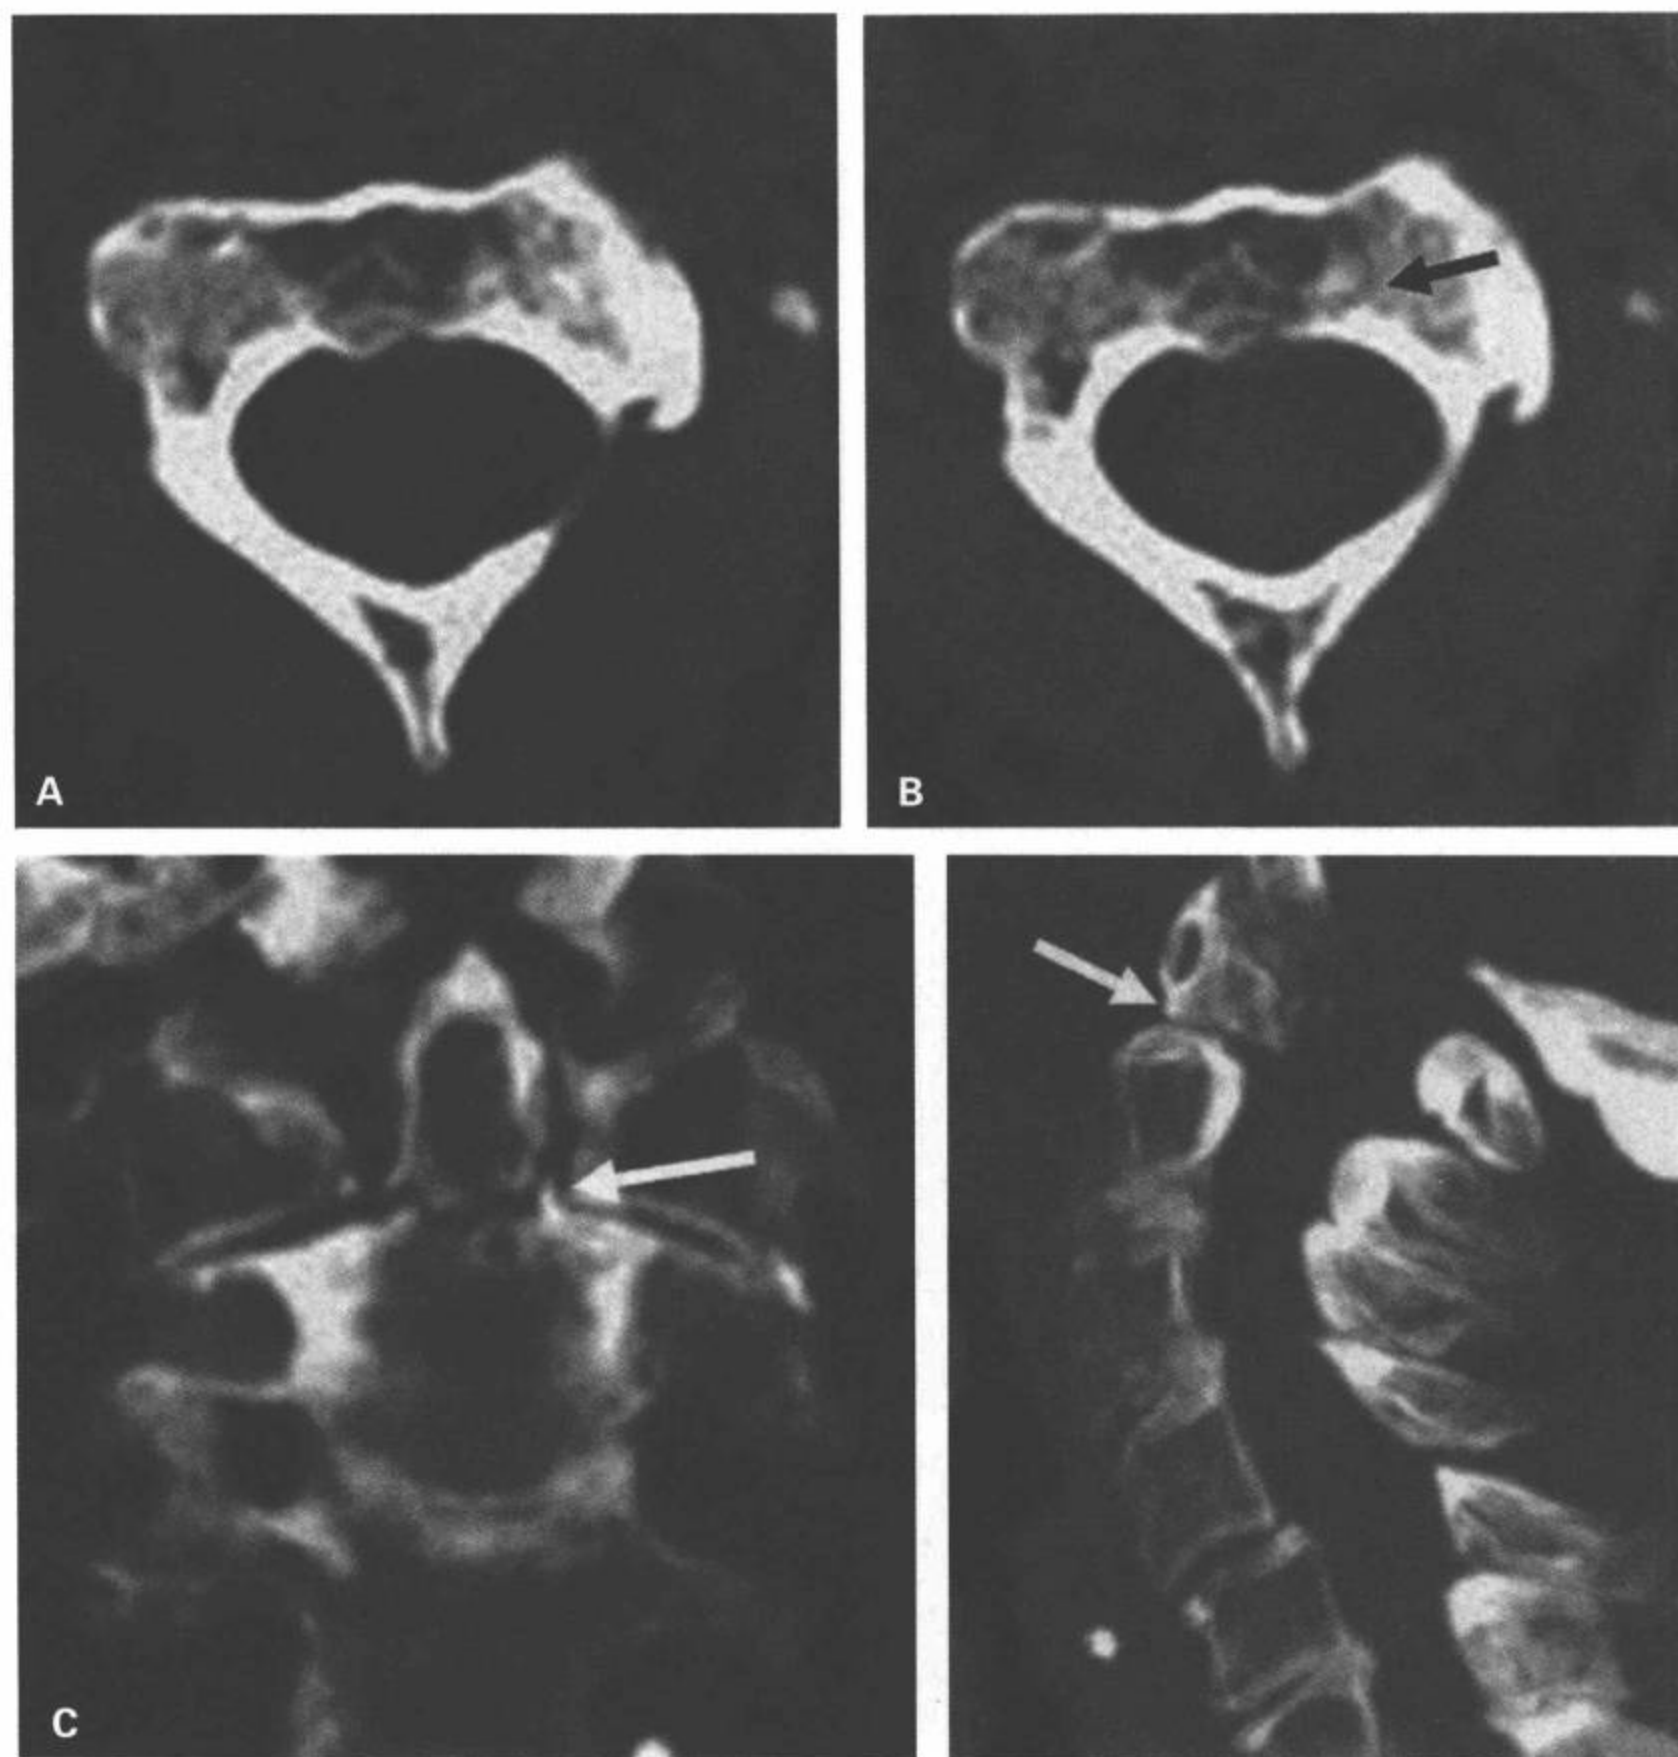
隐约的II型齿突骨折。A, B: 通过齿突的CT横断面图像无诊断性, 显示一条可疑的骨折线(黑箭)。C: 3D MIP重组冠状面和侧面图像显示轻微移位的II型齿突骨折(白箭)。
